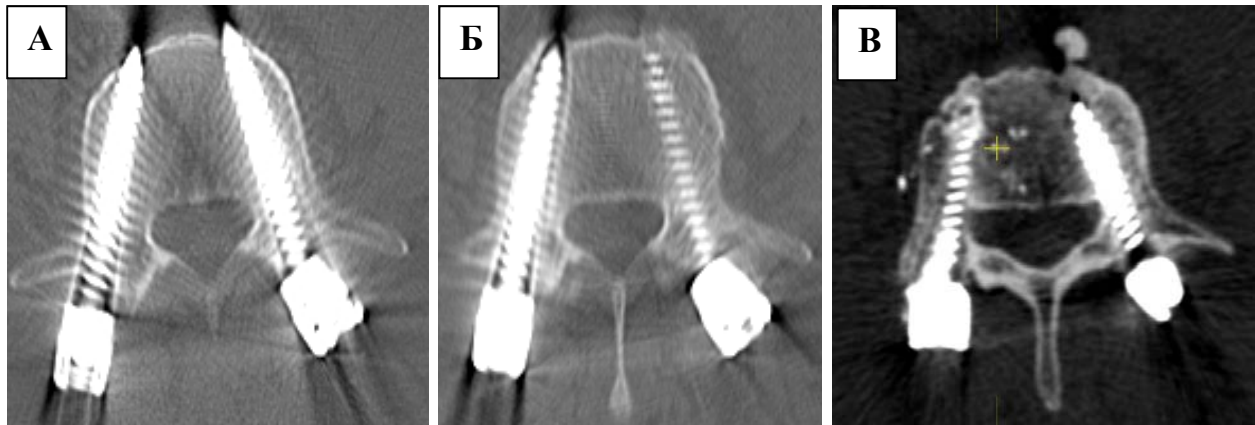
Результат бикортикальной установки винтов: послеоперационный МСКТ контроль после бикортикальной установки транспедикулярных винтов (А), СМКТ контроль через 6 месяцев – нестабильность винта справа (Б), ревизионное вмешательство – костнопластический материал вытеснен в забрюшинное пространство (В)
